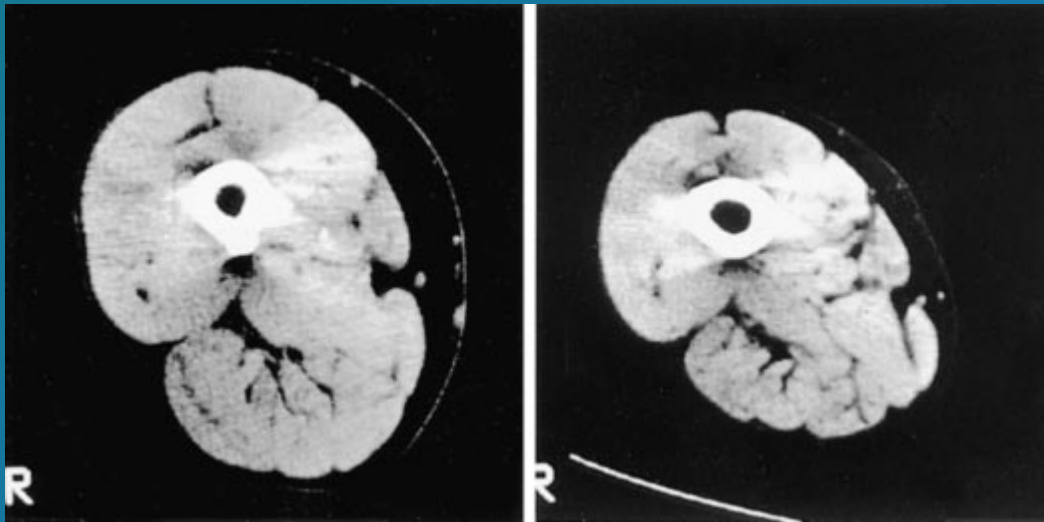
Computed tomography of one representative subject of each group. The thigh muscle cross-sectional area (CSA) was considerably reduced in the COPD patient (right panel) compared with that of the normal subject (left panel) amounting to 79.6 cm<sup>2</sup> to 118.5 cm<sup>2</sup>, respectively.
